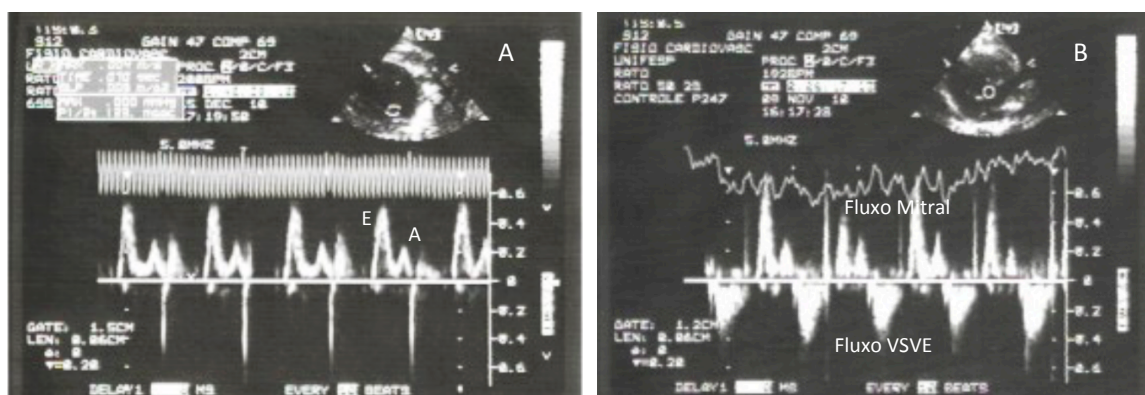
A: curva de velocidade do fluxo diastólico mitral obtida com Doppler pulsátil na via de entrada do VE (corte apical 4 câmaras) para medida das ondas E e A; B: curva de fluxo obtida entre as vias de entrada e saída do VE (VSVE) para medida do tempo de relaxamento isovolumétrico.
